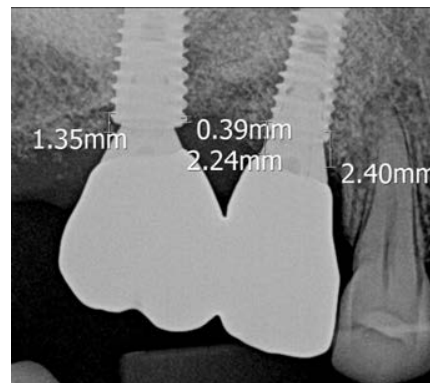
Postoperative panoramic radiograph of 50-year old female patient.
